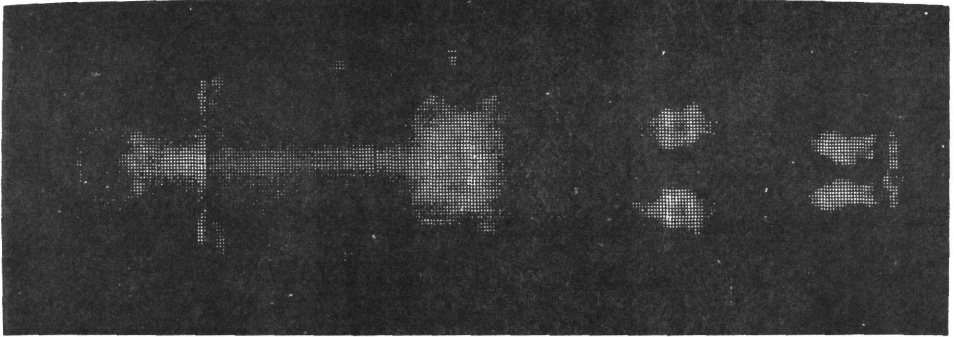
Bone scintigram of an 11 year old patient with  $^{18}\text{F}$ , recorded in 100 sec for each partial image.
